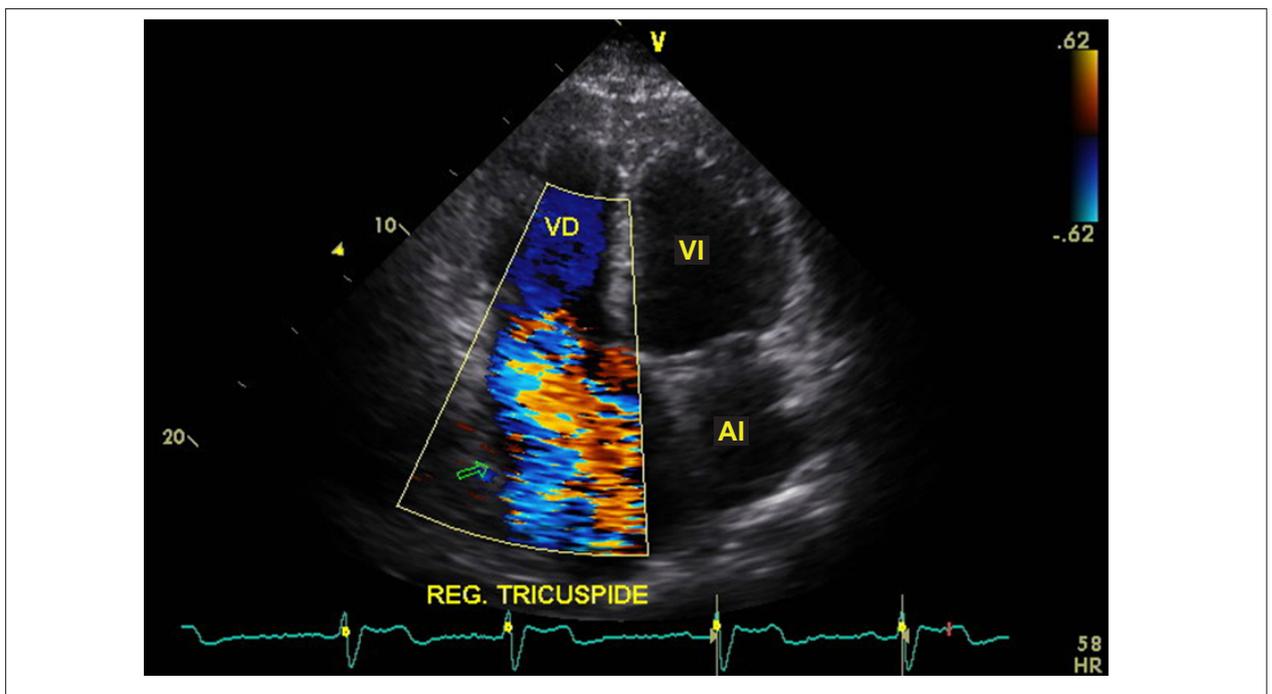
Corte apical de 4 cámaras al ecocardiograma, evidenciando regurgitación tricúspide importante al Doppler en colores.
